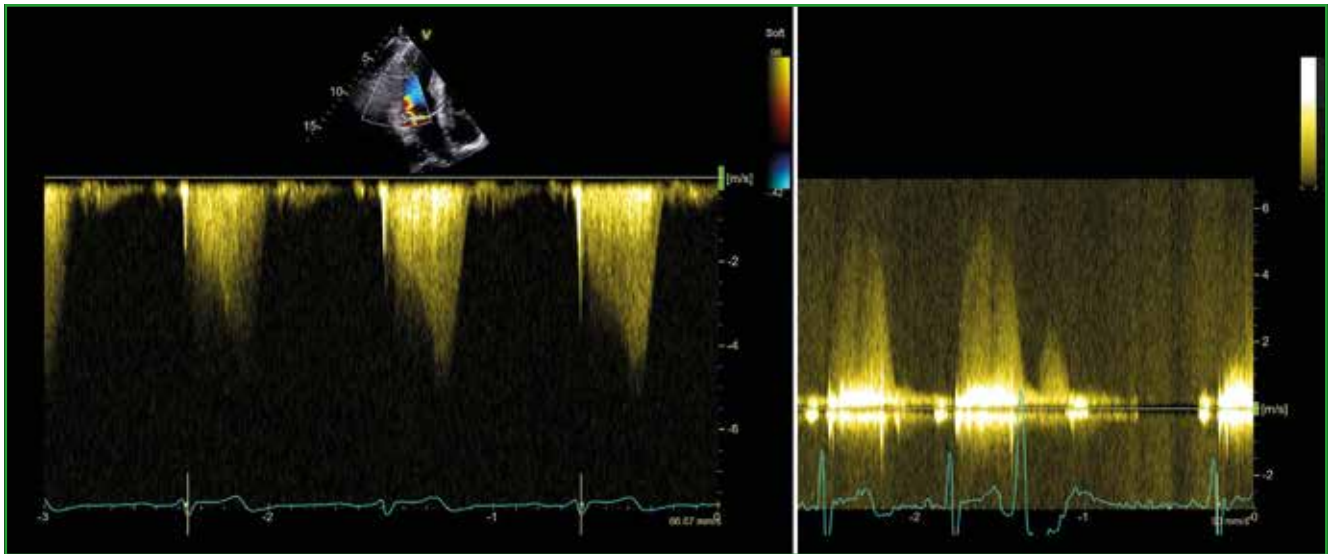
Doppler continu de l'insuffisance mitrale par voie apicale (gauche) et par voie parasternale droite à l'aide de la sonde Pedoff (droite).
